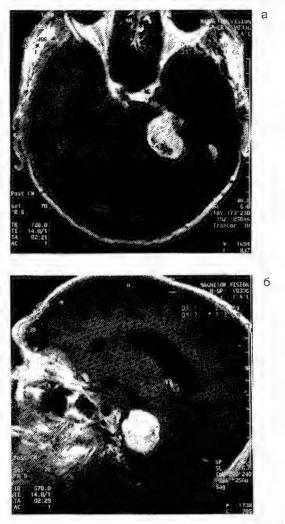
Невринома VIII нерва слева гигантских размеров. МРТ: а — поперечная проекция; б — сагиттальная проекция
